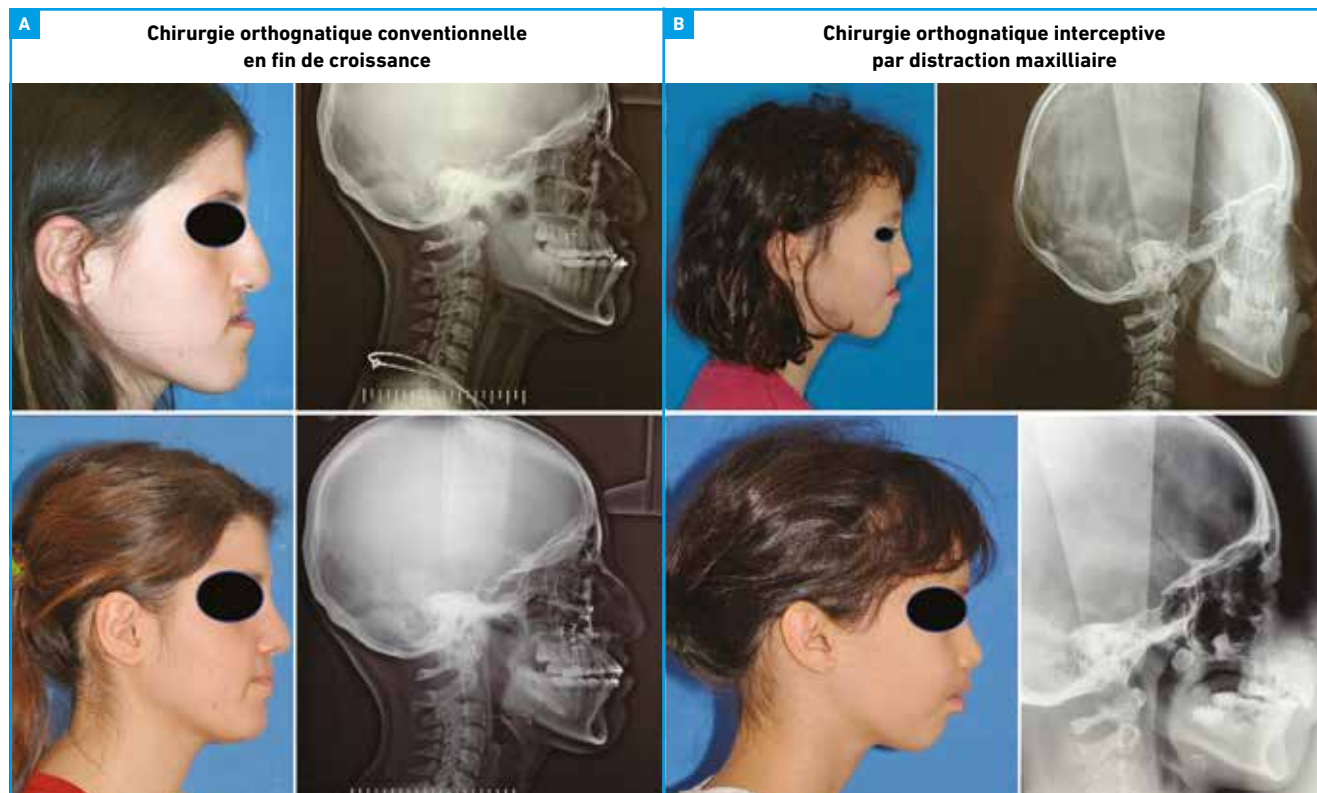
Patientte présentant une hypomaxillie corrigée en fin de croissance après une préparation orthodontique. Photographie de profil et téléradiographie de profil avant et après chirurgie bi-maxillaire. B : patientte présentant une fente syndromique avec une hypomaxillie majeure dès l'âge de 10 ans. Photographie de profil et téléradiographie de profil avant et après distraction maxillaire.
